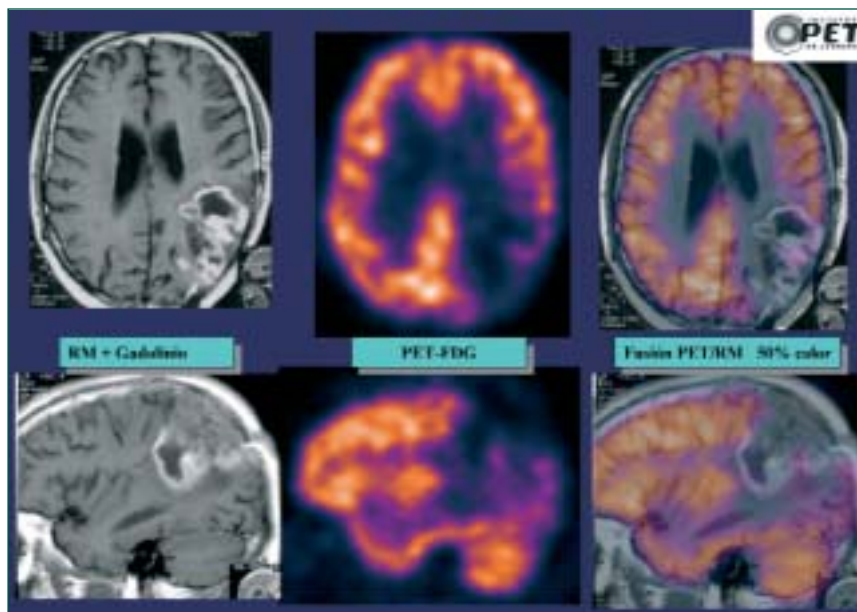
Cortes de cráneo transaxial (superior) y sagital (inferior) de RNM (izquierda), PET (centro) y fusión de ambos (derecha) en un paciente previamente tratado con radioterapia por astrocitoma y actualmente con radionecrosis. Ausencia de captación de FDG en la periferia de la lesión.
